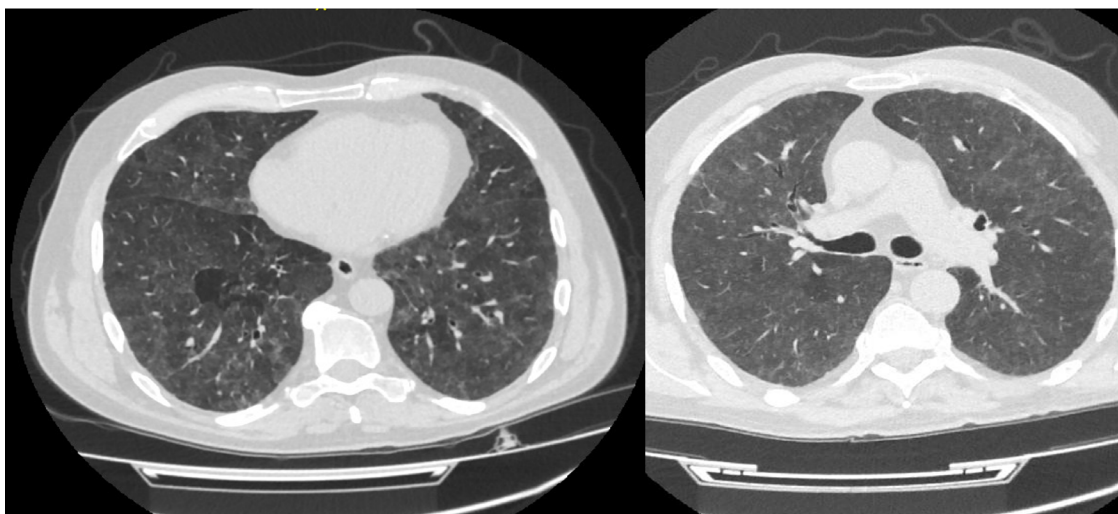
Компьютерная томография органов грудной клетки, выполненная при госпитализации (19.10.2022)
